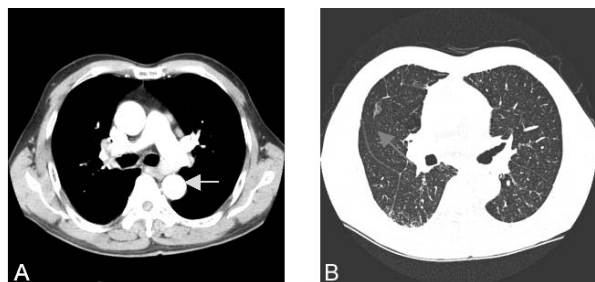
Chest CT findings.
